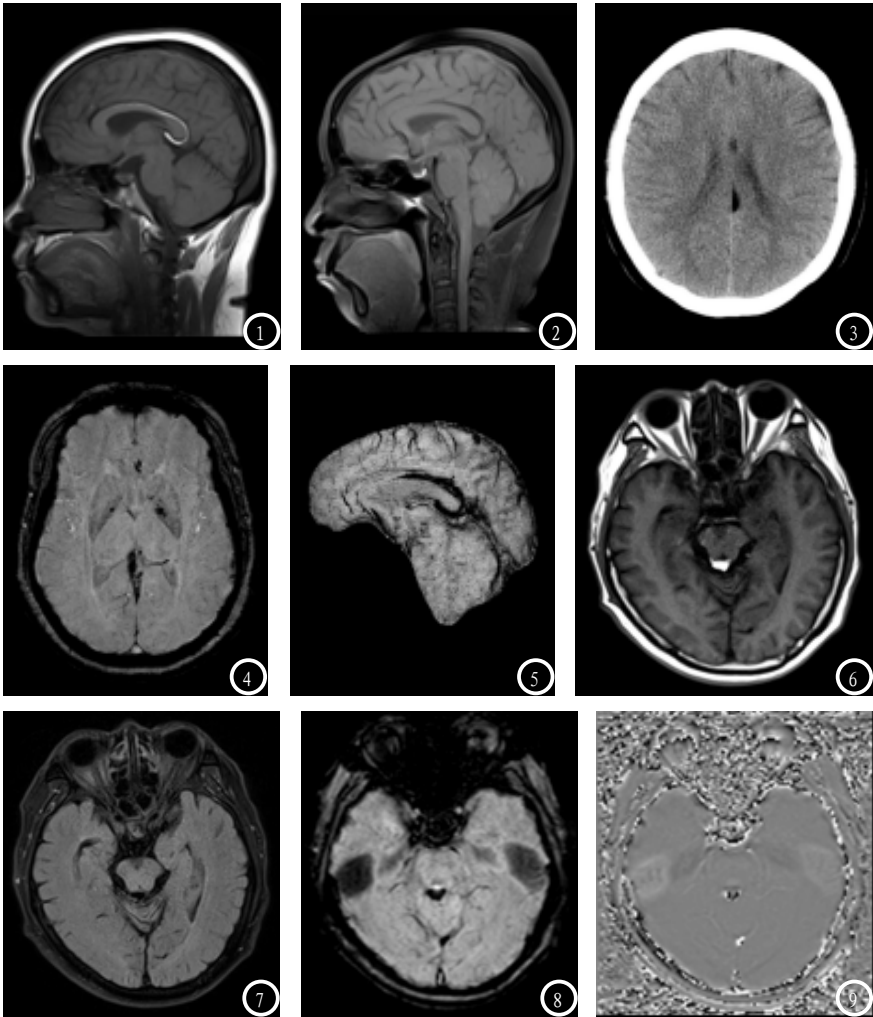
胼胝体脂肪瘤，T1WI可见高信号的脂肪组织，脂肪抑制序列呈明显低信号，CT扫描呈脂肪密度，SWI序列脂肪瘤呈明显低信号。图6-9 四叠体池脂肪瘤，T1WI可见四叠体后方高信号的脂肪组织，脂肪抑制序列呈明显低信号，SWI序列呈明显低信号，相位图信号混杂。
